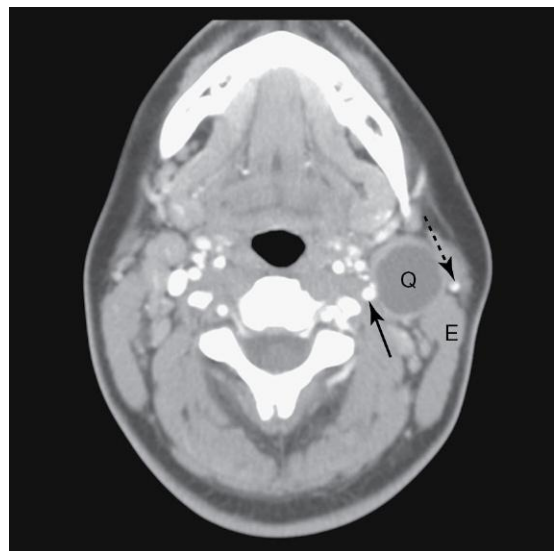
Imagen de tomografía computarizada (TC) correspondiente a la región del cuello en una mujer de 24 años de edad que presentaba un «bulto» en el cuello desde hacía 2 meses. El quiste cervical (Q) de densidad baja se sitúa por delante del músculo esternocleidomastoideo (E). Se puede observar la arteria carótida externa (flecha) y la vena yugular externa (flecha de guiones). (Por cortesía del doctor Gerald S. Smyser, Altru Health System, Grand Forks, ND.)
